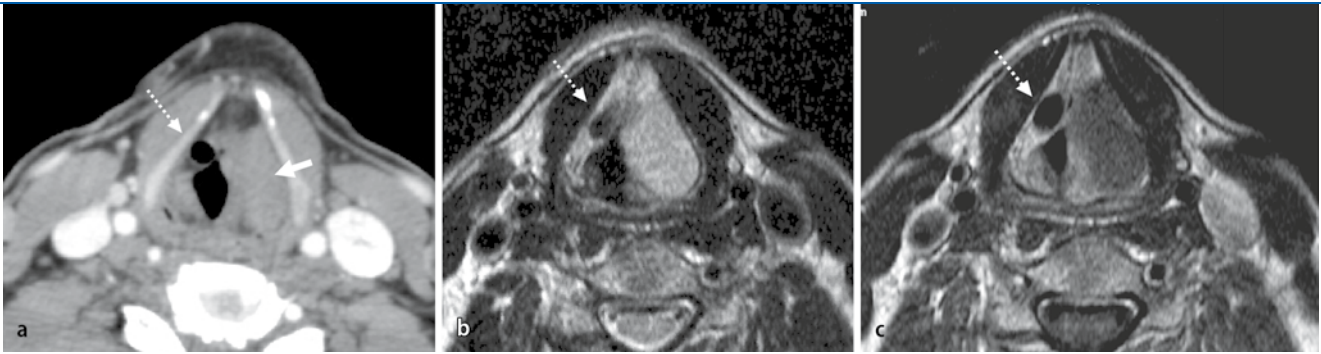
▲ Flüssigkeitsgefüllte Laryngozele links und luftgefüllte Laryngozele rechts bei einem Glasbläser. Wenn Laryngozele Flüssigkeiten mit einem höheren Proteingehalt beinhalten, können diese auf den CT-Bildern als „solide“ Raumforderungen imponieren (a, *Pfeil*). In der MR-Untersuchung dagegen, wie hier auf dem T2-FSE- (b) und dem T1-SE-Bild nach KM-Gabe (c) wird aufgrund des Signalverhaltens schnell ersichtlich, dass es sich um eine flüssigkeitsgefüllte Laryngozele handelt. Der *gestrichelte Pfeil* zeigt auf eine kleinere, luftgefüllte, kontralaterale Laryngozele
